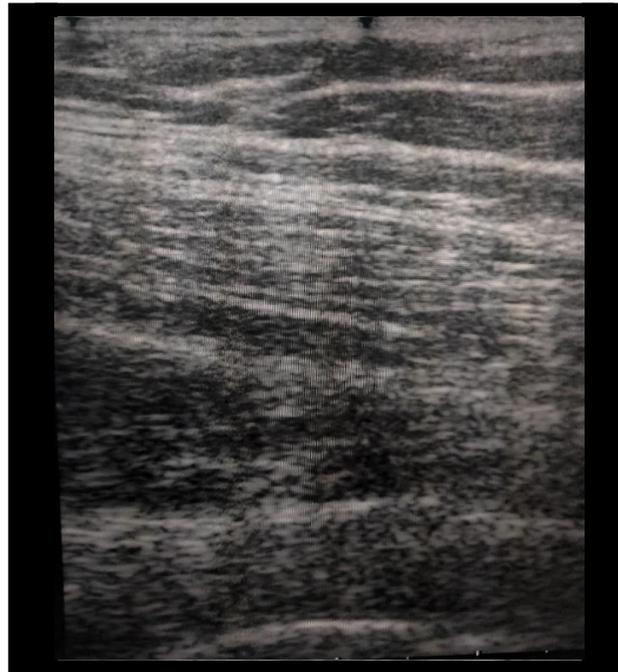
Ultrasonido de región glútea 14 días posterior al drenaje y tratamiento cumplido.
